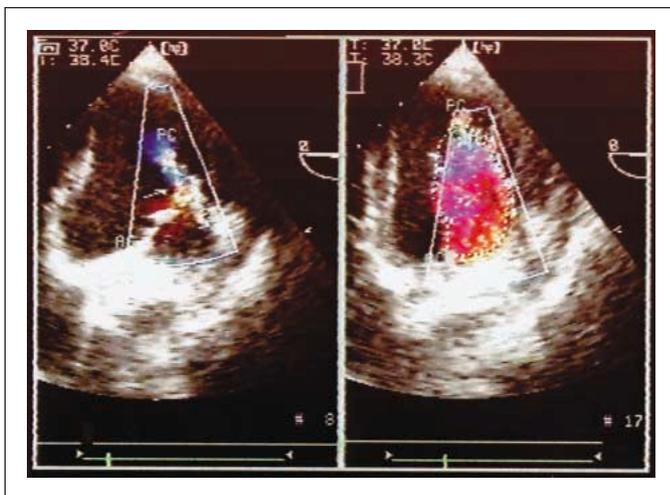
a: Mitralklappe mit Prolaps im Segment A2 während der Systole im geschlossenen Zustand mit entsprechender Mitralinsuffizienz im Farbdoppler.
